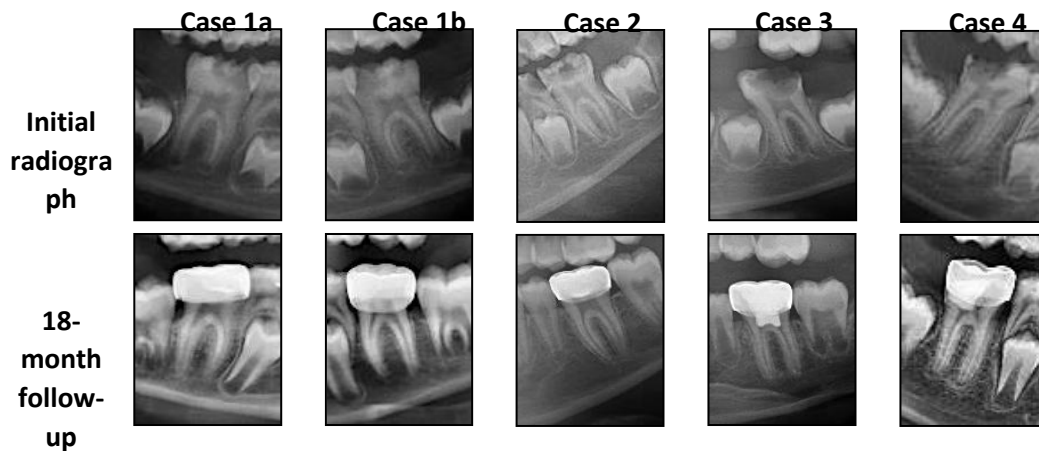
The initial and 18-month follow-up radiographs.
